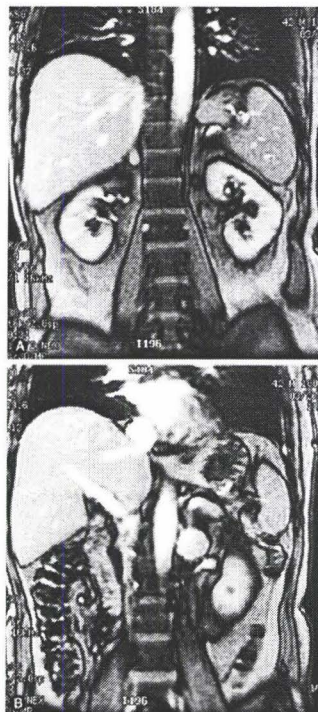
Resonancia Magnética que demuestra Feocromocitoma bilateral
